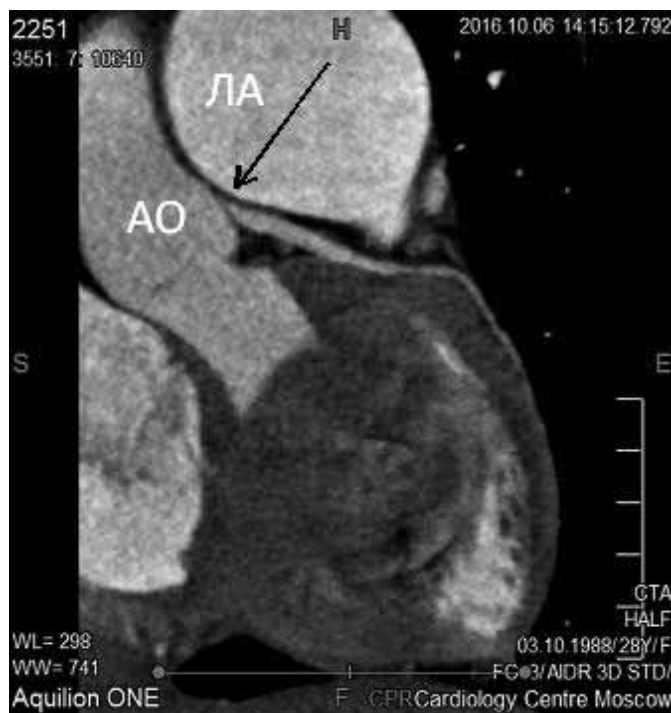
Мультиспиральная компьютерная томография: компрессия устья левой коронарной артерии расширенной легочной артерией (указана стрелкой).
